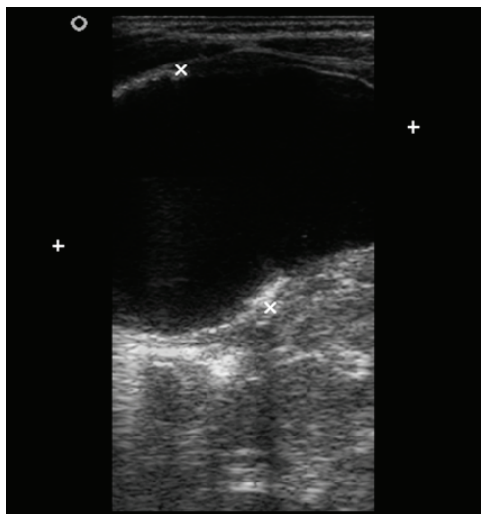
Ecografía posnatal.
